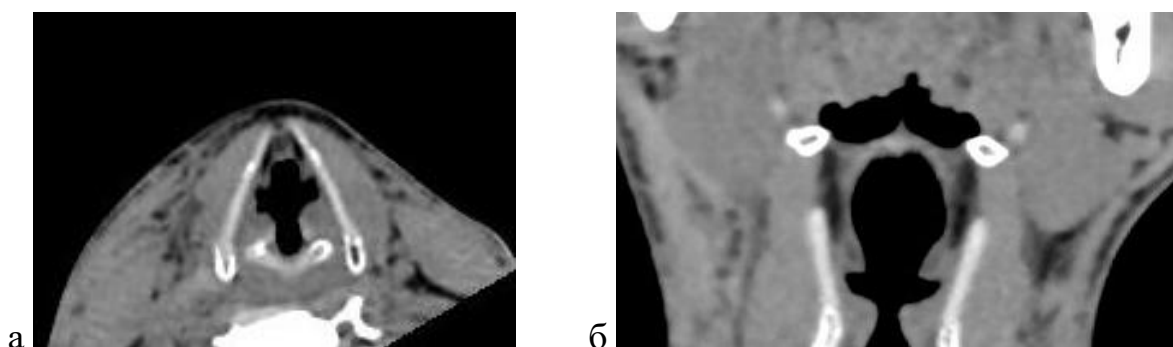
а, б - Ларингоспазм. Посмертное КТ-исследование
